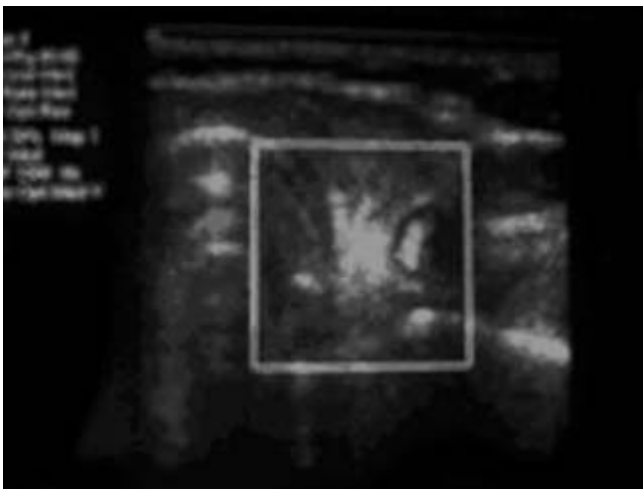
Ecografía que muestra un nódulo tiroideo.
